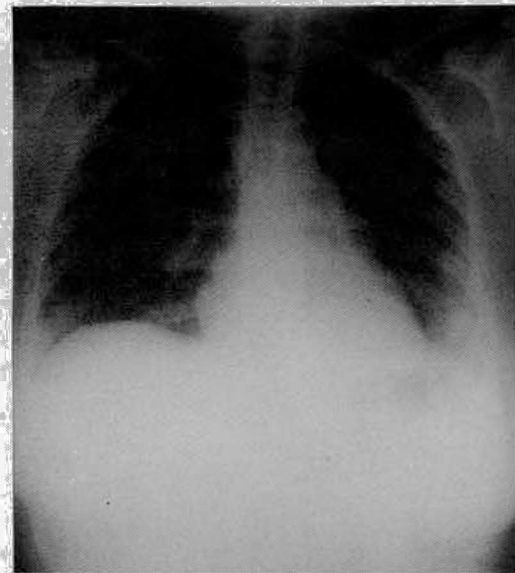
Telerradiografia do tórax na altura da admissão.
